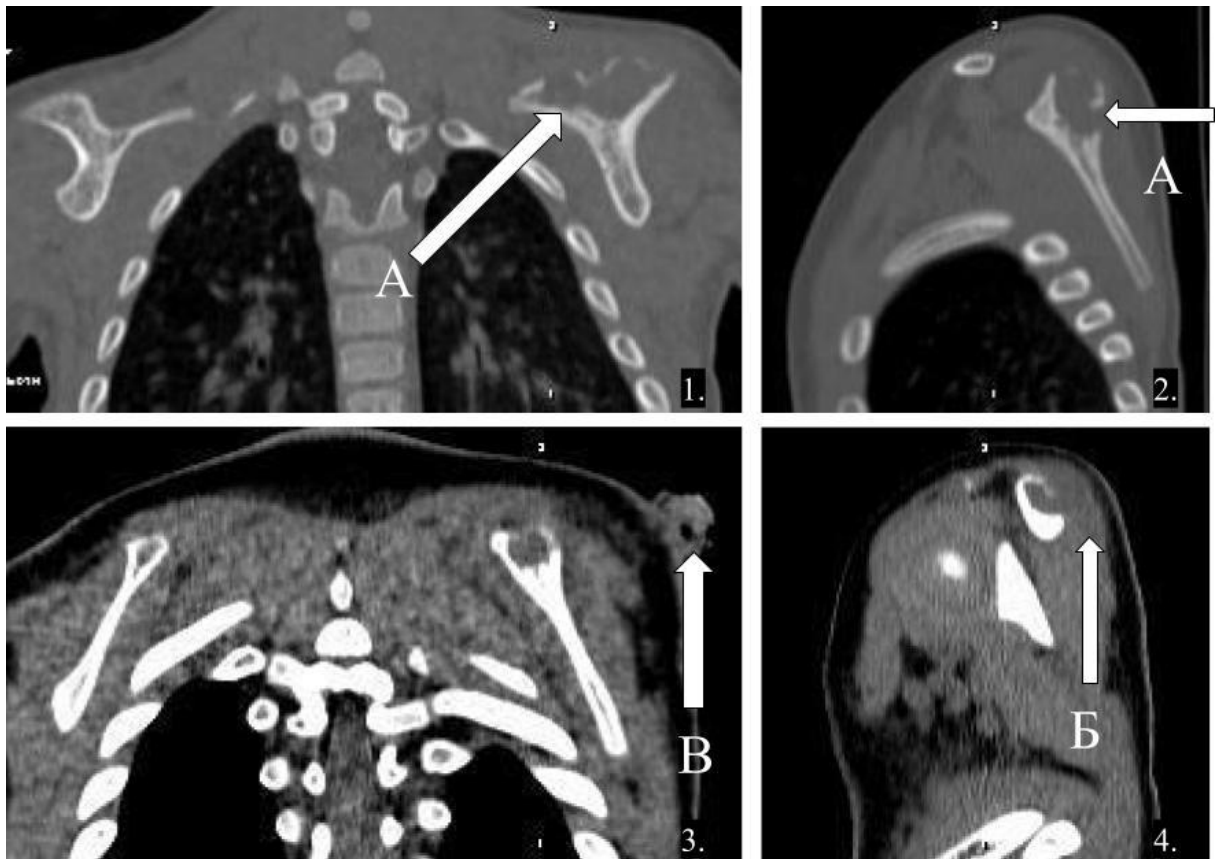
Пациентка К., 16 лет (и\б №276). КТ плечевых суставов в коронарной и сагиттальной проекциях (костное (1,2) и мягкотканное окно (3,4)). Деструктивный очаг в теле левой лопатки (А), абсцесс параоссальных мягких тканей (Б) и свищевой ход (В)
